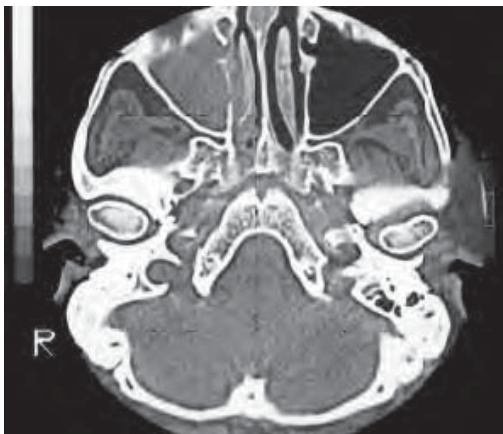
/3. TAC de cara en paciente en ARM. Opacificación del seno maxilar derecho.
